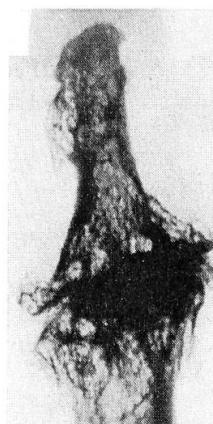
Фрагмент рентгенограммы V пальца левой кисти с пятикратным прямым увеличением. Резко выраженный ДОА (IV стадия).
